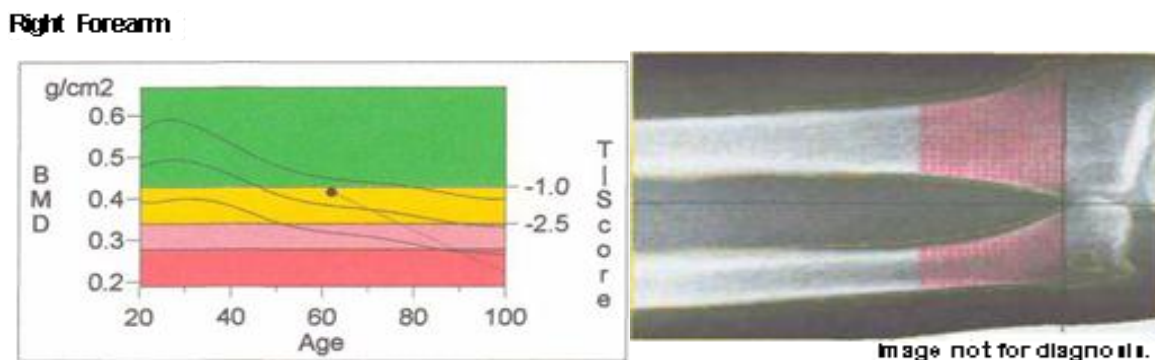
Рентгеновская двуэнергетическая остеоденситометрия костей предплечья. Остеопения.
